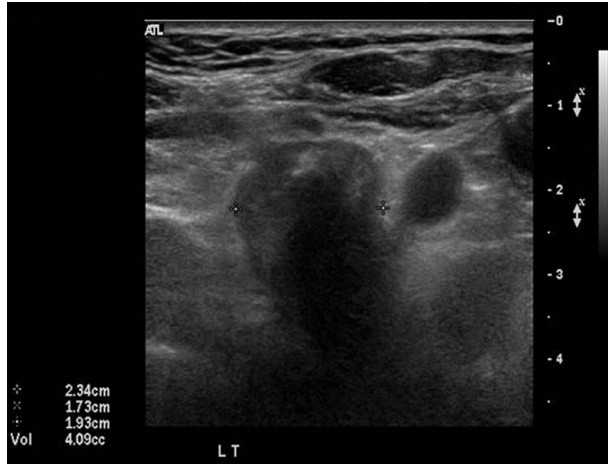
Pre-operative neck USG. Suggestive of intrathoracic goiter, suspicious malignancy. USG: ultrasonography.
